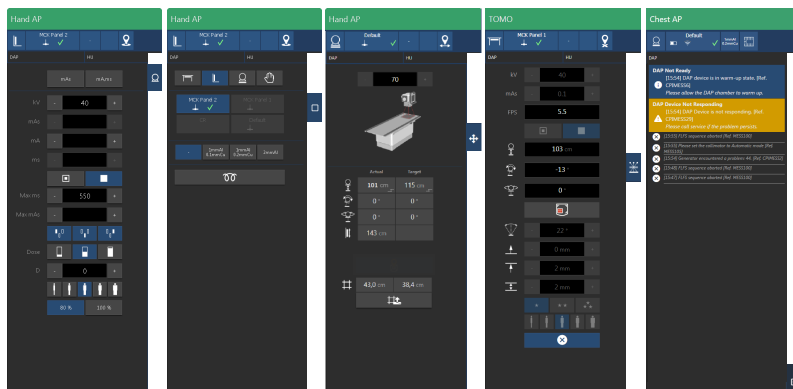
Bedienelemente der Softwarekonsole für Generator, Röntgenmodalität, Positionierung, Tomosynthese und Systemmeldungen
